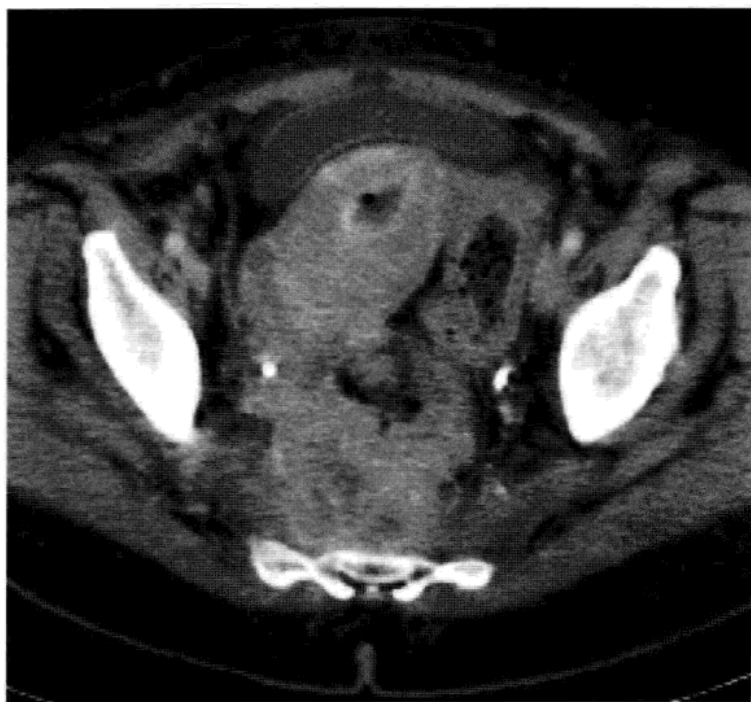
复杂的盆腔炎性疾病的女性患者，具有急性盆腔疼痛和低位胃肠道症状表现。CT 显示弥漫性盆腔改变，浸润大多数器官，但是妇科器官内可见气体与液体，左侧附件明显。最终诊断为近期宫内节育器取出的女性，罹患放线菌病。
